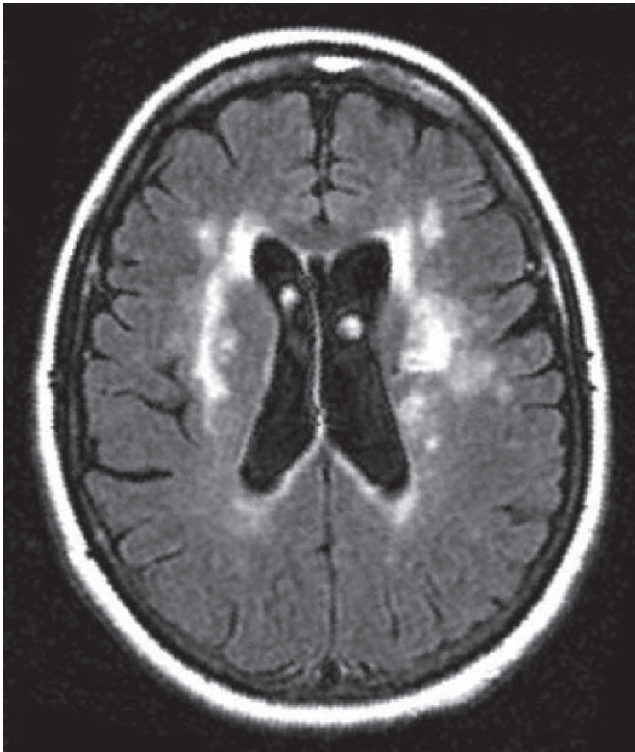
IRM encéphalique (coupe transversale) en séquence FLAIR montrant de multiples hypersignaux de la substance blanche témoignant d'une leuco-encéphalopathie vasculaire.
